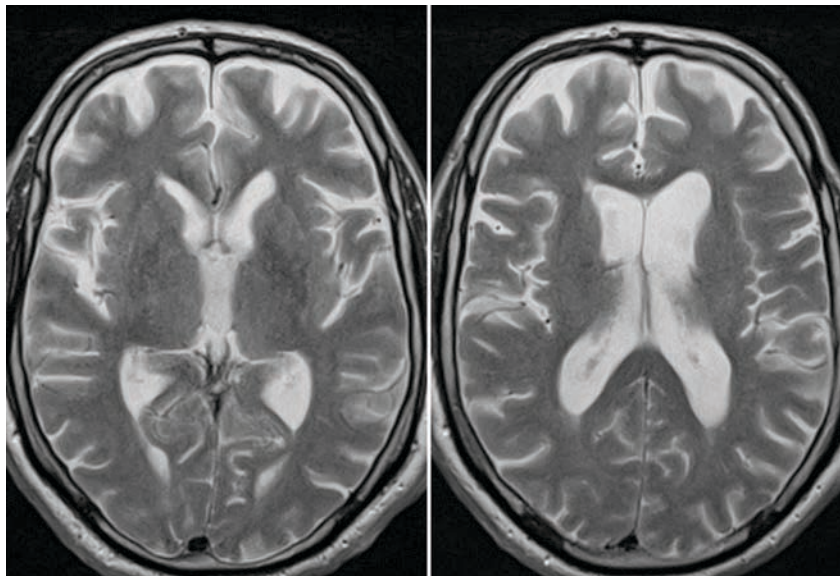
МРТ исследование пациенту Б., 67 лет, в аксиальной проекции в режиме T2ВИ. Боковые желудочки общим размером на уровне тел 4,4 см, 3-й желудочек шириной 1,3 см, 4-й – имеет типичную форму и размеры. Конвекситальные субарахноидальные пространства в лобных отделах и базальные цистерны мозга расширены
